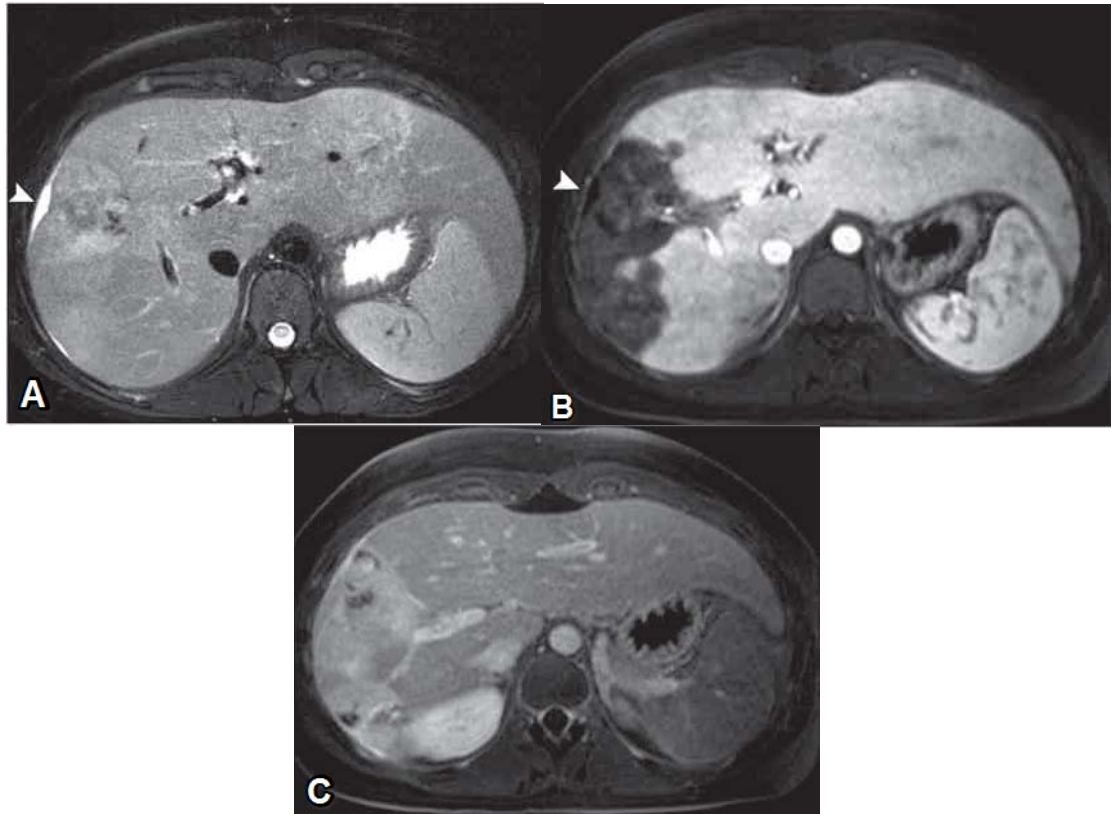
Hémangioendothéliome épithélioïde en IRM chez une fille de 15 ans [1].
